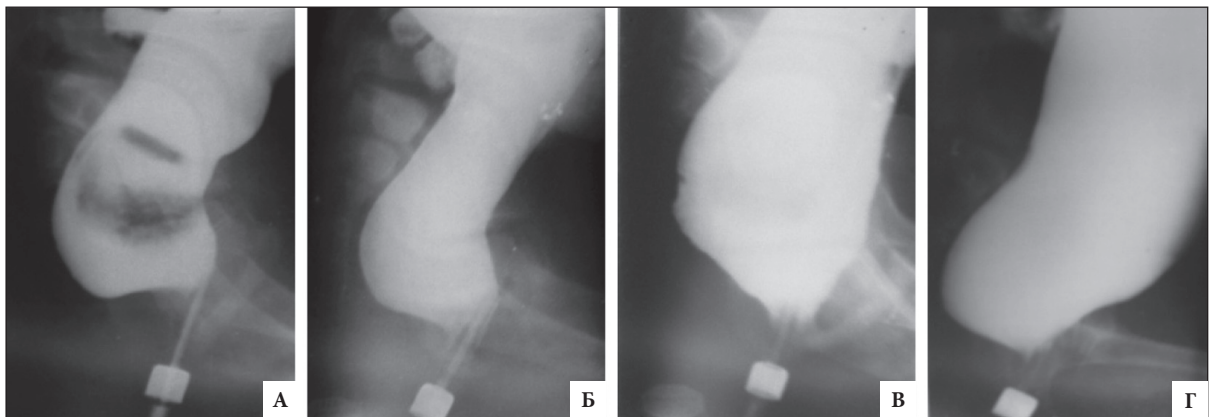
Рентгенограммы детей с функциональным (обструктивным) запором
